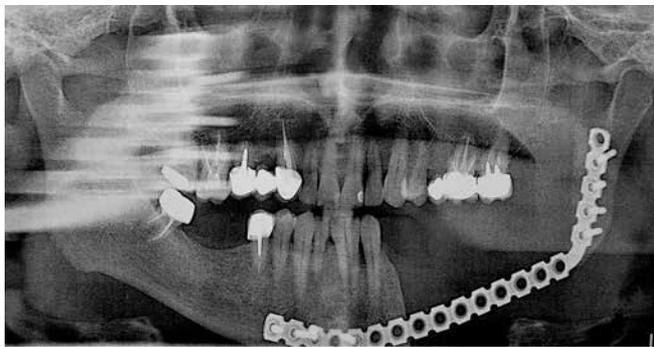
Ортопантомограмма. Дефект нижней челюсти замещен реконструктивной пластиной
